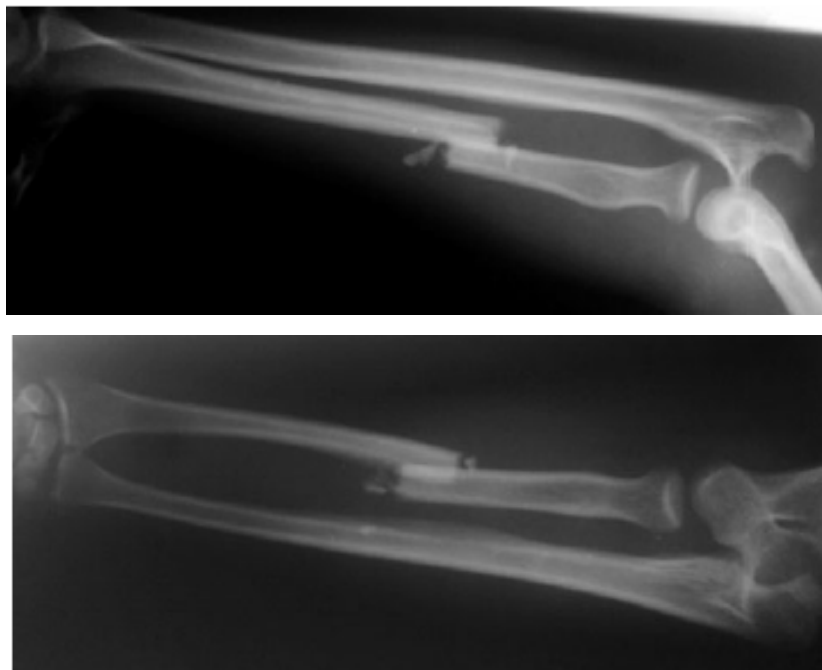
Luxation divergente du coude avec fracture diaphysaire radiale chez un homme de 21 ans : radiographies de face et de profil.[13].
